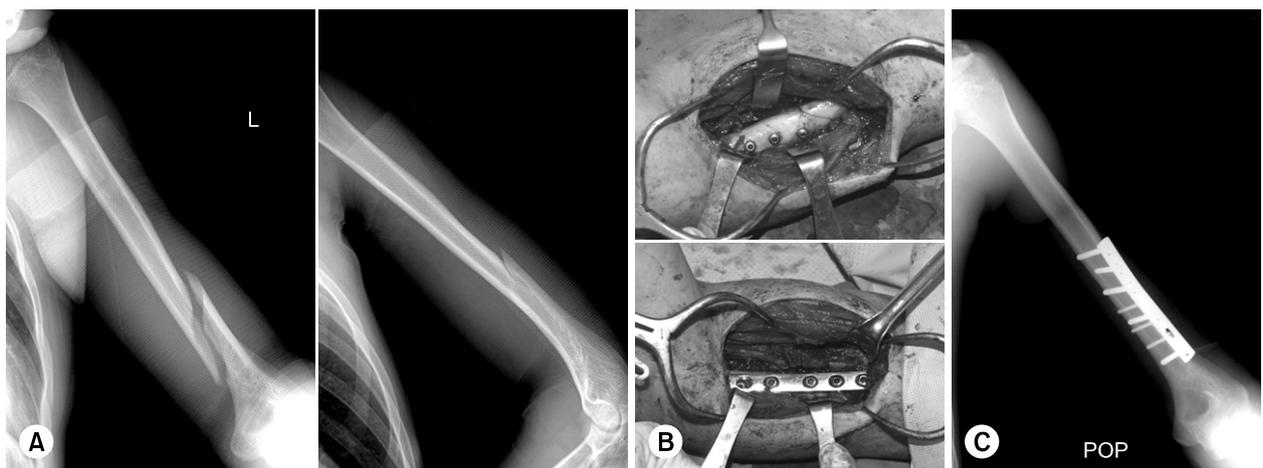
(A) Radiographs of 17-year-old male show a oblique spiral fracture of the left distal 1/3 humerus with radial nerve palsy after close reduction. (B) After exposing the fracture site through an anterolateral approach, fracture was reduced anatomically with lag-screw fixation, followed by plate fixation. (C) Postoperatively, a good alignment was achieved.
